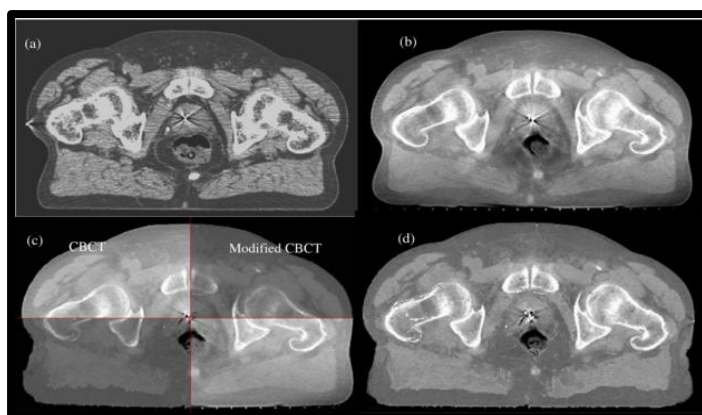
CBCT de tratamiento de RT para CaP (138).
